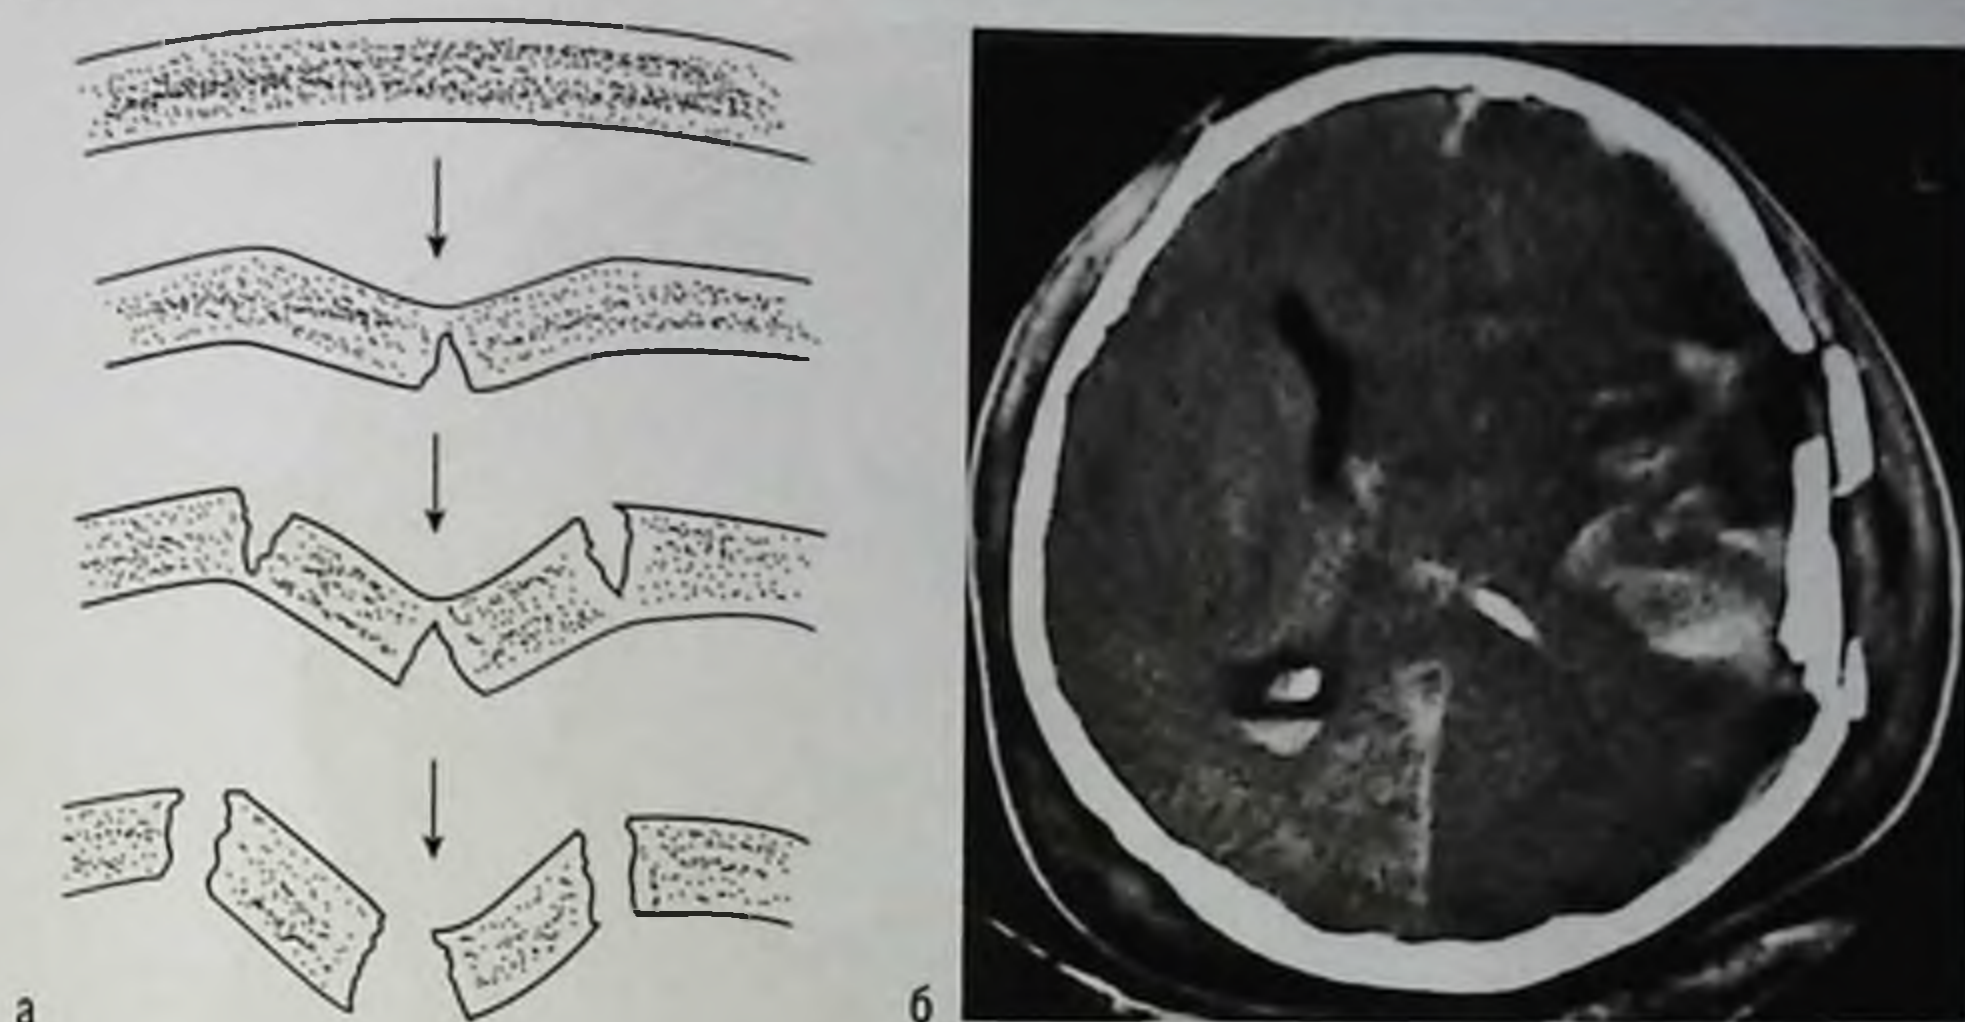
Механизмы повреждения мозга при черепно-мозговой травме: а — прогиб кости черепа в месте приложения силы приводит к возникновению линейного перелома. При большей энергии травмирующего агента возникает вдавленный (импрессионный перелом), при еще большей энергии отломки могут смещаться в полость черепа (депрессивный перелом); б — вдавленный перелом левой теменной и височной костей, массивный очаг ушиба в левой теменно-височной области, резкая дислокация срединных структур мозга вправо. Компьютерная томограмма
